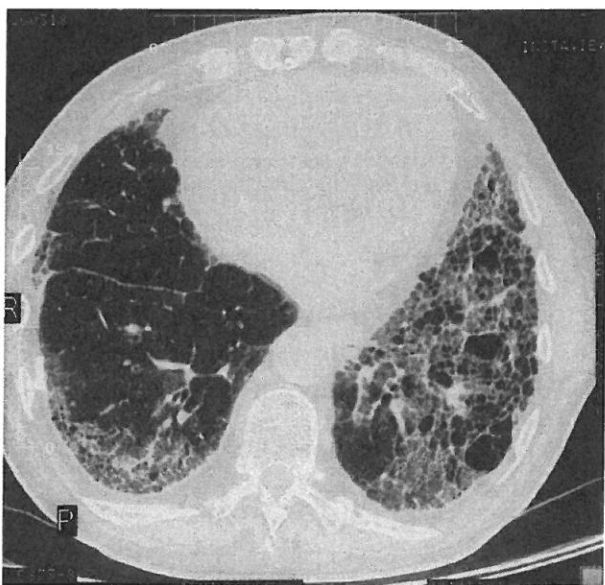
TDM : dégénérescence fibrokystique du parenchyme pulmonaire donnant naissance à une image en nid d'abeille dans le cadre d'une UIP.
